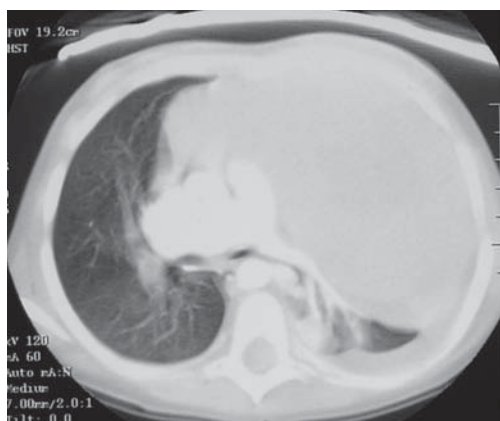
TC torácica con ventana pulmonar con los mismos hallazgos que en la figura 5.
